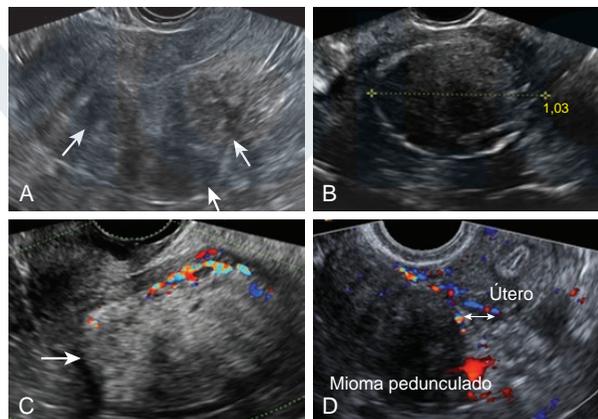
Los fibromas uterinos se ven como lesiones redondeadas sólidas y bien definidas dentro del cuerpo uterino. (A) Vista longitudinal del útero con tres miomas hipocóicos con sombreado acústico en la pared posterior (flechas). (B) Vista transversal del útero con un mioma que presenta un anillo ecogénico calcificado. (C) Ultrasonido transvaginal de un útero retrovertido con un mioma fúndico que ha sufrido degeneración lipomatosa (flecha). (D) Un mioma pedunculado con flujo Doppler color que muestra un flujo contiguo al útero (flecha de dos puntas).
